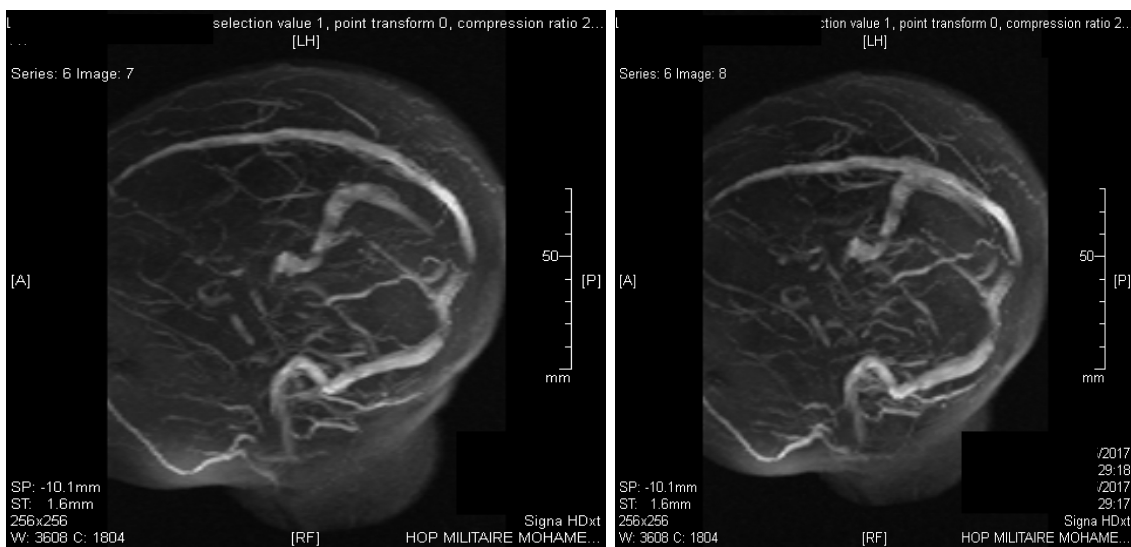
Séquence d'angio-IRM veineuse ne montrant pas de thrombose veineuse.
